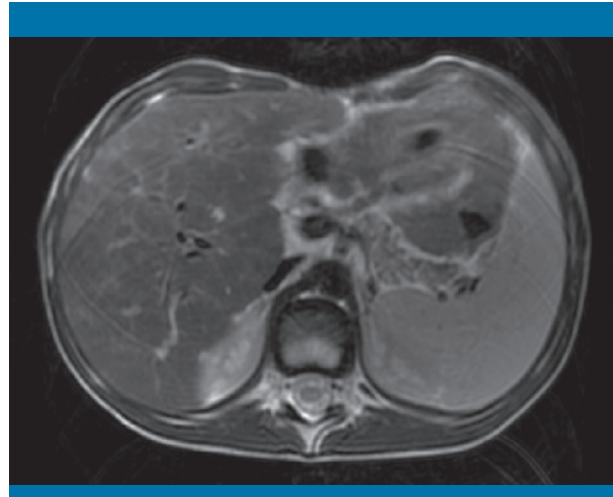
Colangio-RM: dilatación de la vía biliar intrahepática
